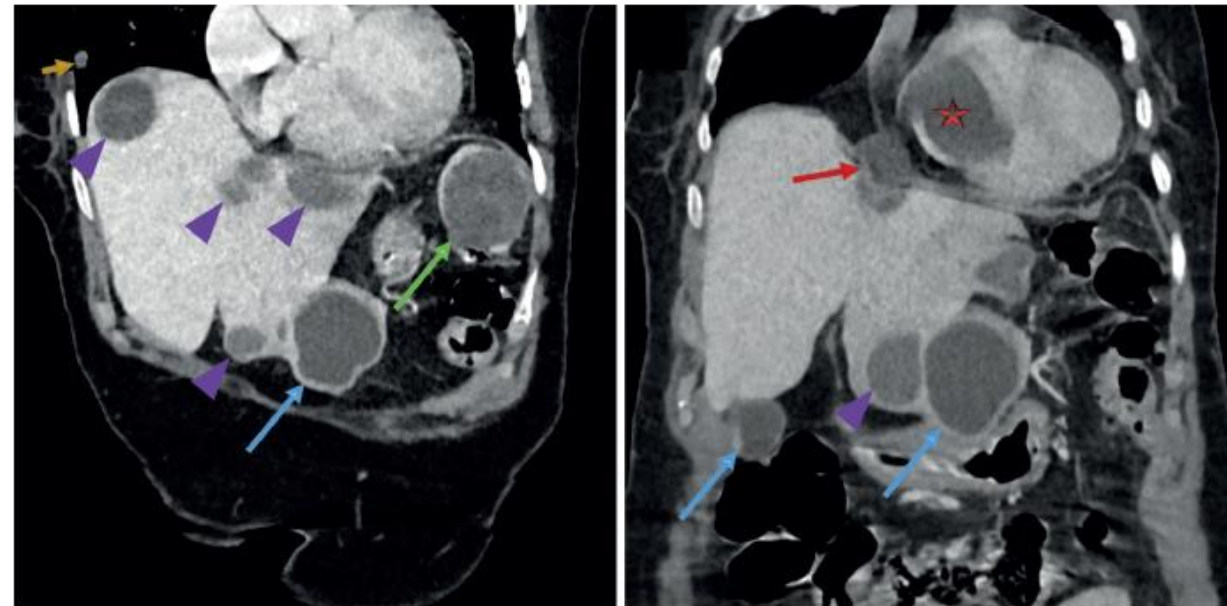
Computed tomography coronal thoracoabdominal images showing multiple hydatid cysts in the liver (arrowheads), spleen (green arrow), extracapsular-peritoneal adjacent to the liver (blue arrows), right hemidiaphragm (red arrow), right ventricle (star), and right lung (short yellow arrow).
